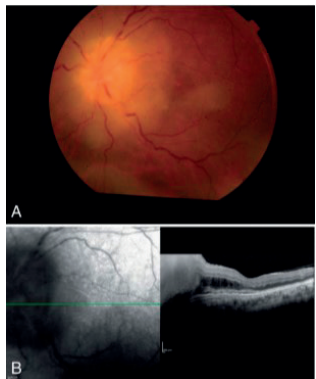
A: Fotografia do fundo mostrando recidiva de LLA evidenciada por edema grave do disco com infiltrados brancos. B: Tomografia de coerência óptica demonstrando espessamento peripapilar. Nagpal et al. (22).
